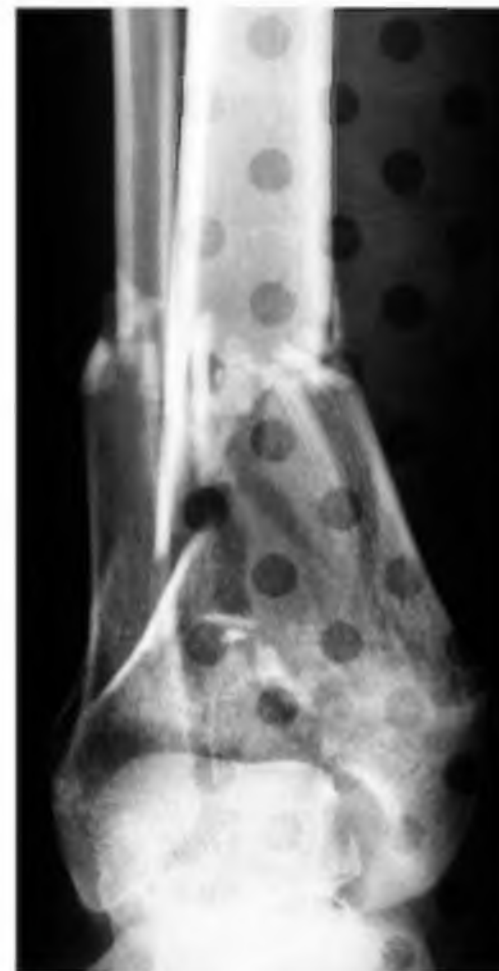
Radiographie de face de la cheville droite, fracture articulaire comminutive de l'extrémité distale du tibia (pilon tibial) associée à une fracture transversale du quart inférieur de la fibula. Les éléments arrondis correspondent à l'attelle laissée en place pendant la radiographie
